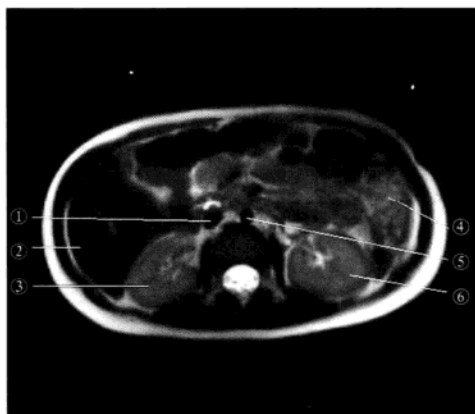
3岁女孩 MRI 平扫 T_2 WI
